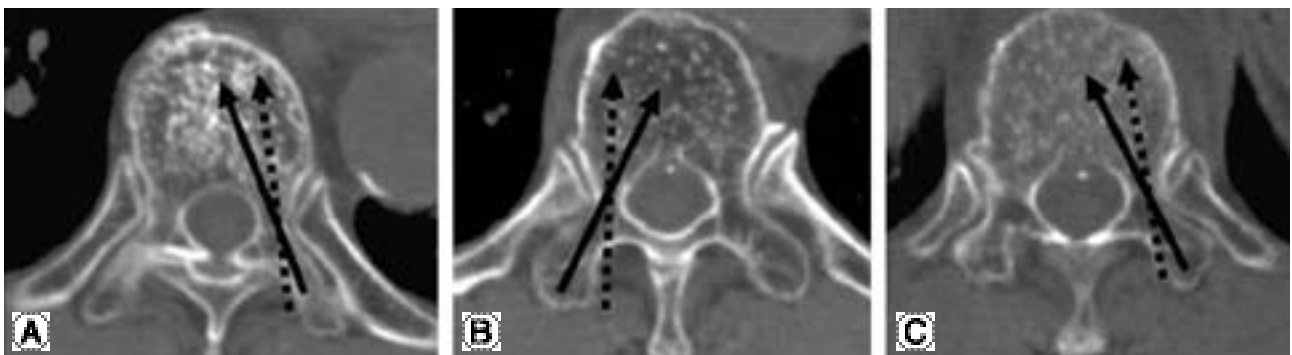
Preoperative CT scans. The solid arrow presented planned trajectory, the dotted arrow presented pedicle convergence. (A) T10, (B) T11, (C) T12.
